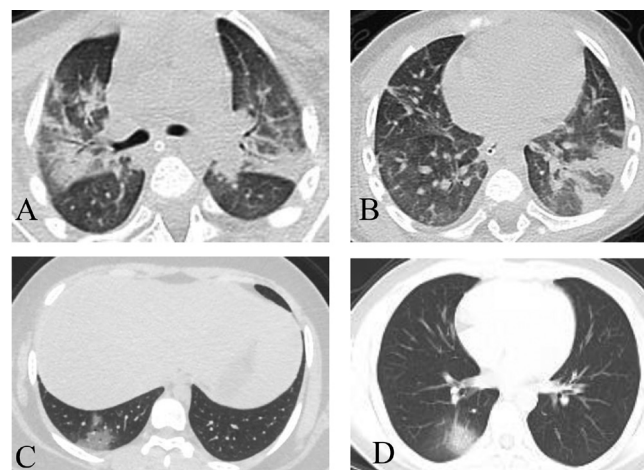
КТ-скани ОГК репрезентативних пацієнтів з різною тяжкістю інфекції
